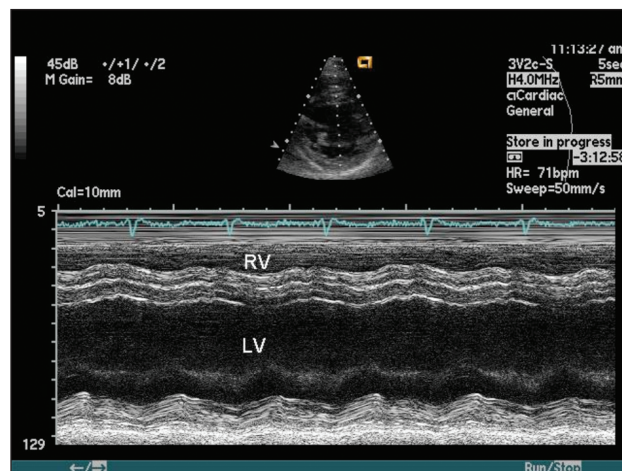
Ecocardiograma modo-M do ventrículo esquerdo com disfunção sistólica importante, à custa de hipocinesia difusa.
